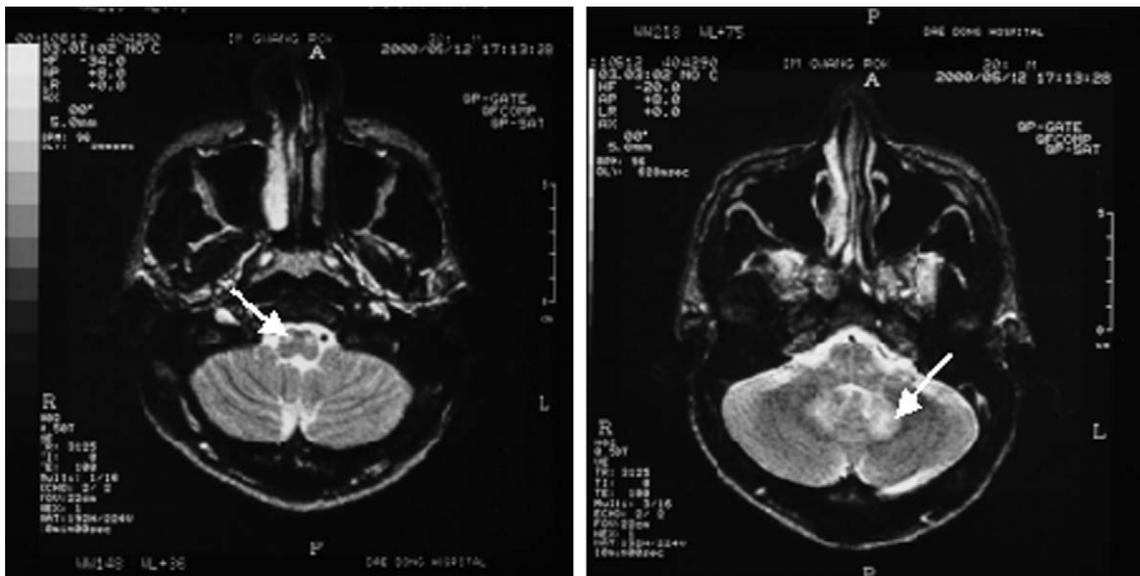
T2 weighted and FLAIR axial MRI on May 12, 2000. High signal intensity in the medulla oblongata area(left) and paravermian area of cerebellum(right).
